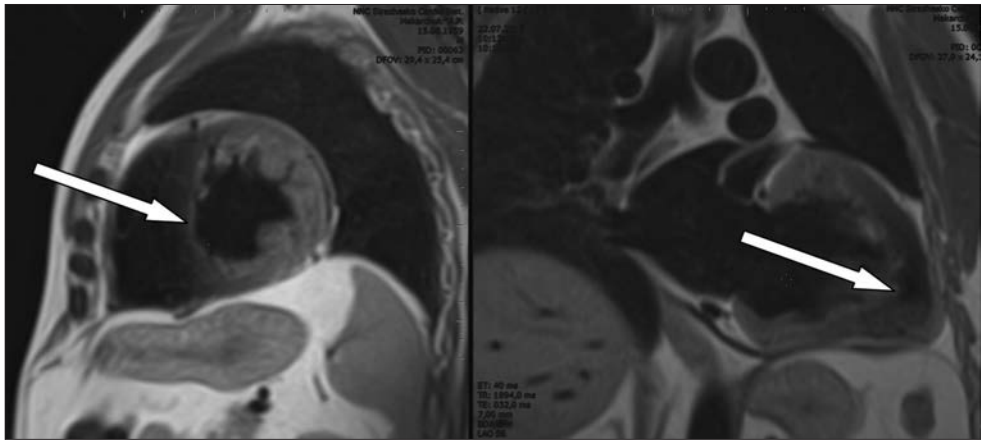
МРТ-зрізи ЛШ по короткій і довгій осі з ознаками зниження інтенсивності МР-сигналу в зоні ІМ в проекції міжшлуночкової перегородки та передньої стінки ЛШ
